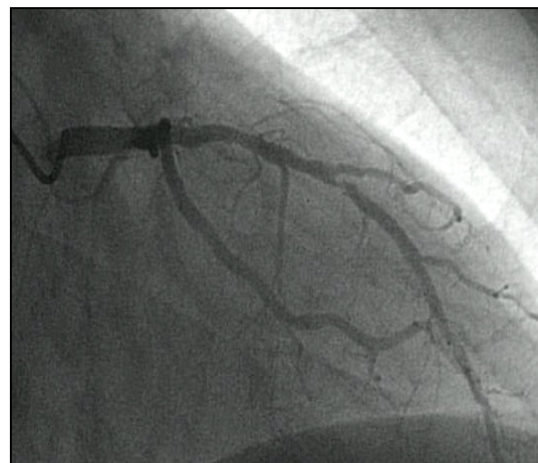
Erschwerte Befundinterpretation in der CT- Koronarangiographie bei Verkalkungen im Verlauf des proximalen RIVA im Vergleich zur entsprechenden Katheterangiographie.
